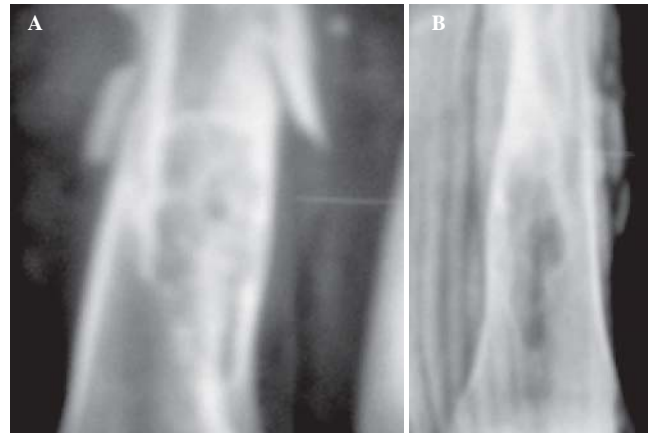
(A y B). Acercamiento de las radiografías anteriores, para ver en detalle que como hallazgo incidental se encuentra una displasia fibrosa cortical.
